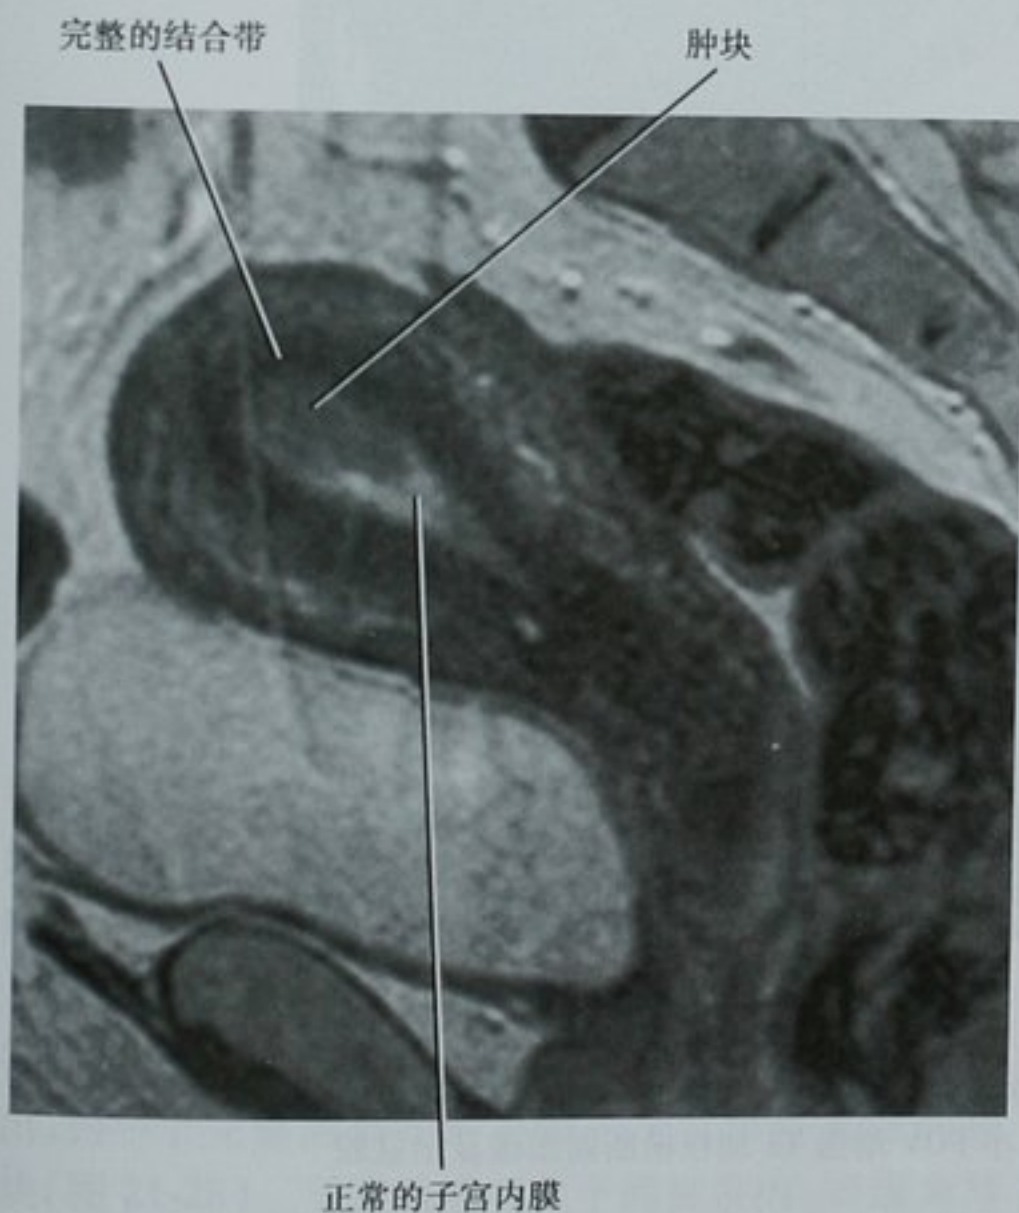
I A 期子宫内膜癌 MRI 图像。子宫的矢状位 T2 加权图像显示高信号的子宫内腔内一个低信号、边界不规则的肿块。此例为绝经期前患者结合带(JZ)是完整的
